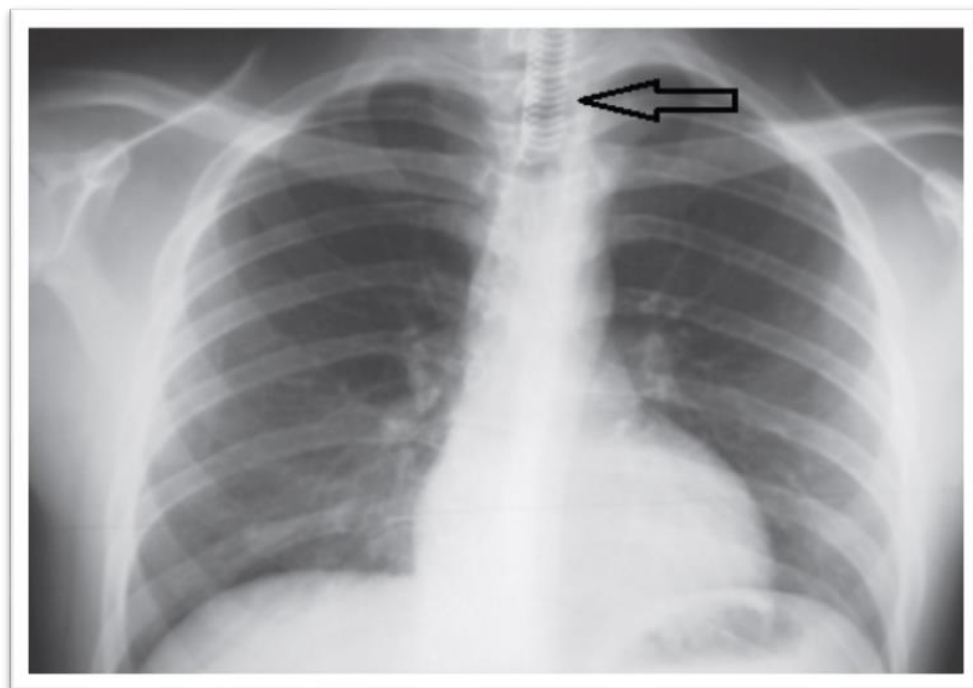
Radiographie thoracique de face. 1. Prothèse endotrachéale ; 2. Trachée ;
